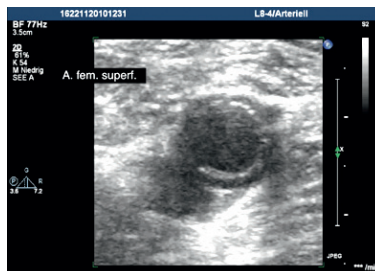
Sonographisches Bild einer pathologisch veränderten Arteria femoralis superficialis einer 49-jährigen Patientin mit vaskulitischem Befall der Extremitätenarterien im Rahmen einer Riesenzellarteriitis: Querschnitt mit konzentrischer Wandverdickung („Halo“-Zeichen bzw. Ummantelungsphänomen) bei gleichzeitig vorliegender intimaler Fibrose bzw. Sklerose.
